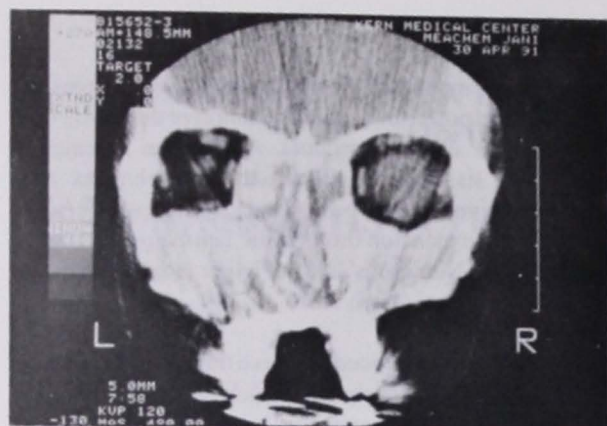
Coronal CT of Patient #1 demonstrating expansion into the left orbit and multiple areas of hyperattenuation
